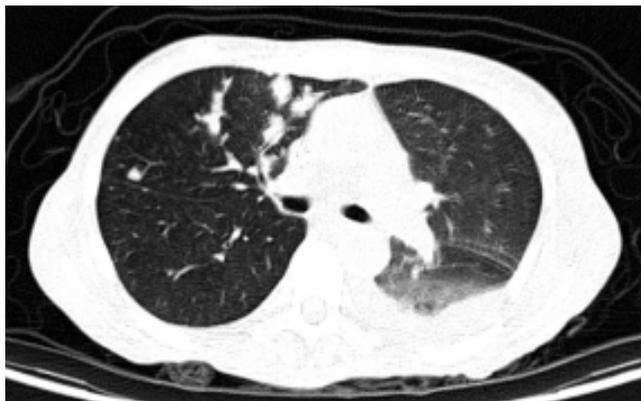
Tomografía computarizada de tórax simple con enfermedad metastásica en lóbulo inferior derecho y derrame pleural maligno izquierdo.
